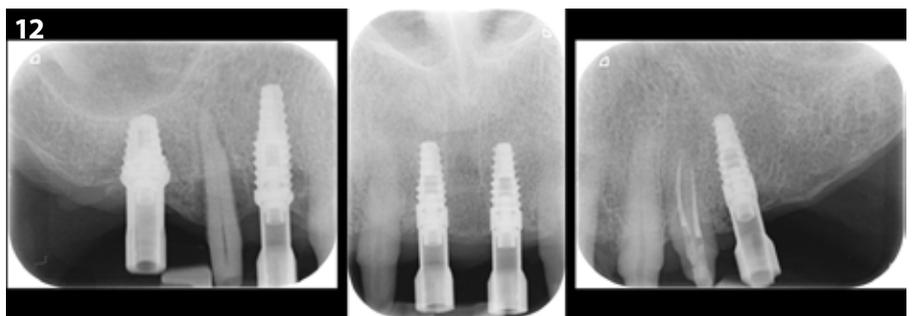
Radiografie periapicali per verificare la sede degli scan body digitali.
